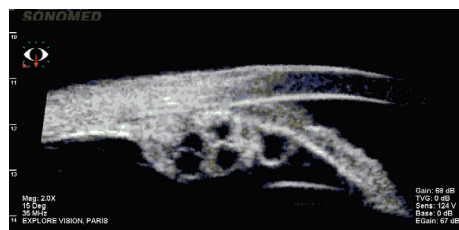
Coupe échographique UBM d'une polykystose irido-ciliaire.
